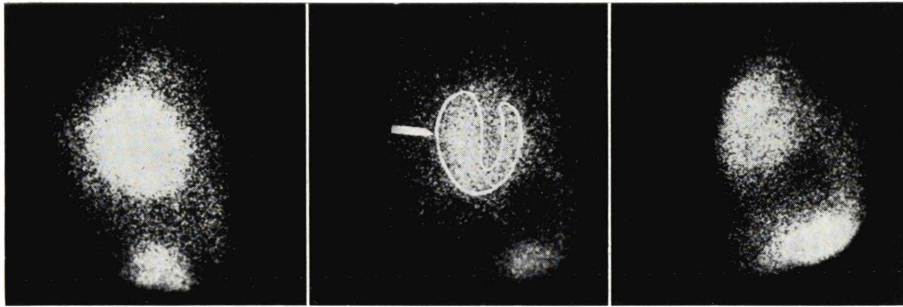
Myocardial scintigram of patient with IHSS. As indicated by arrow, asymmetric hypertrophy (ASH) of septum is evident.
